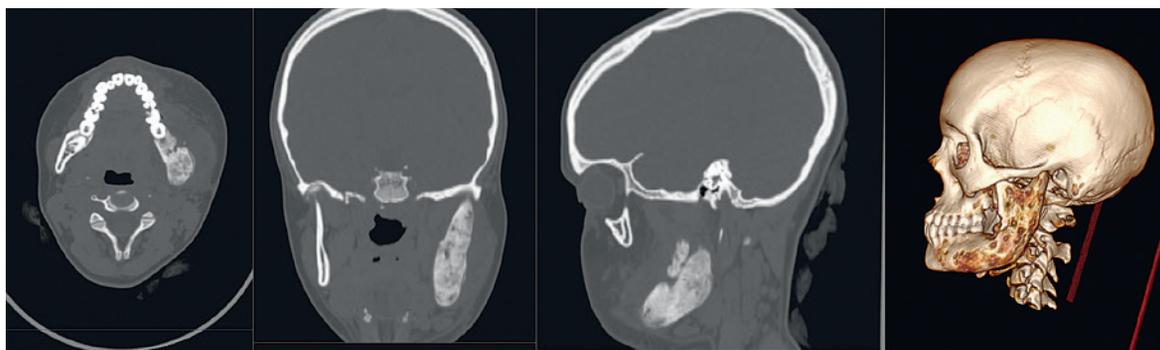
МСКТ с трехмерной реконструкцией
